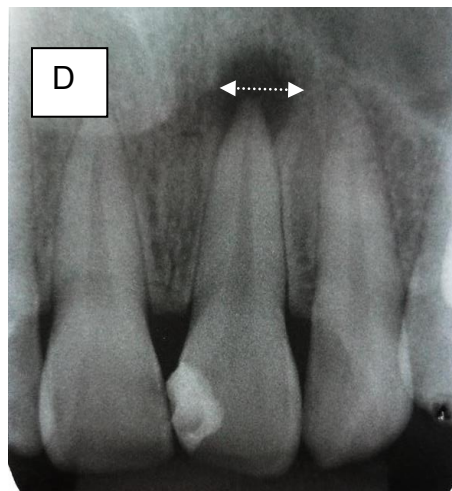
Exame radiográfico e medição do tamanho da lesão periapical.
